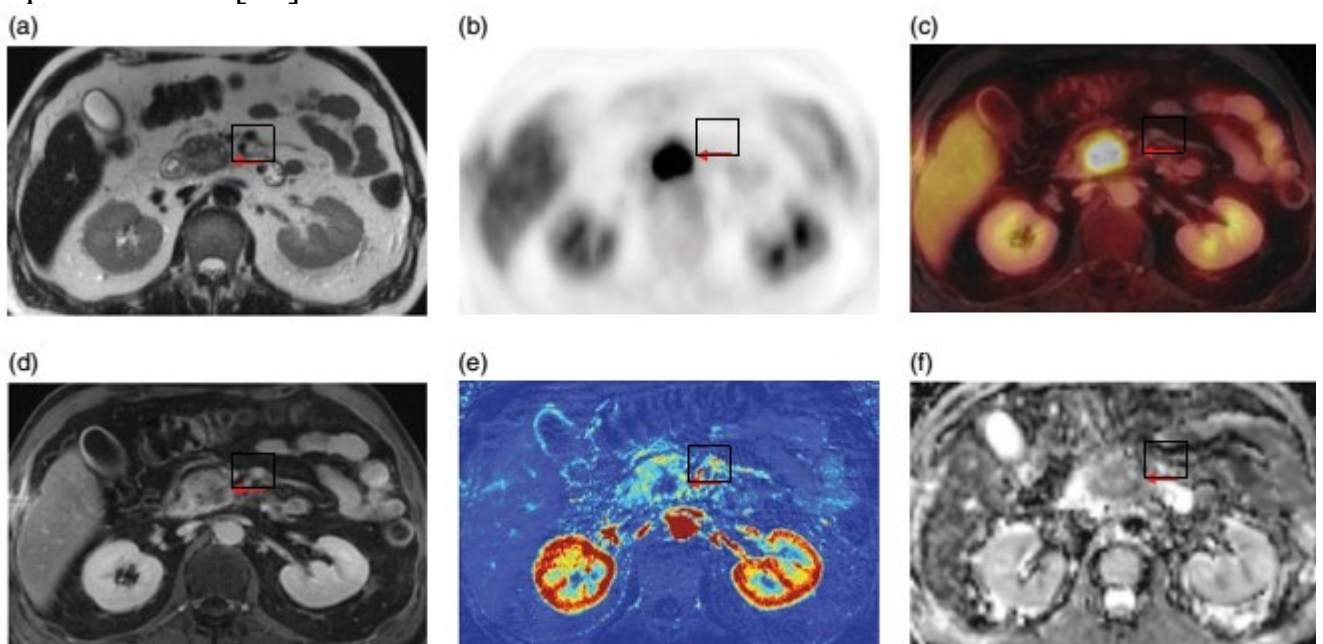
Мультипараметрична FDG PET-MRI пацієнта з діагнозом раку підшлункової залози
